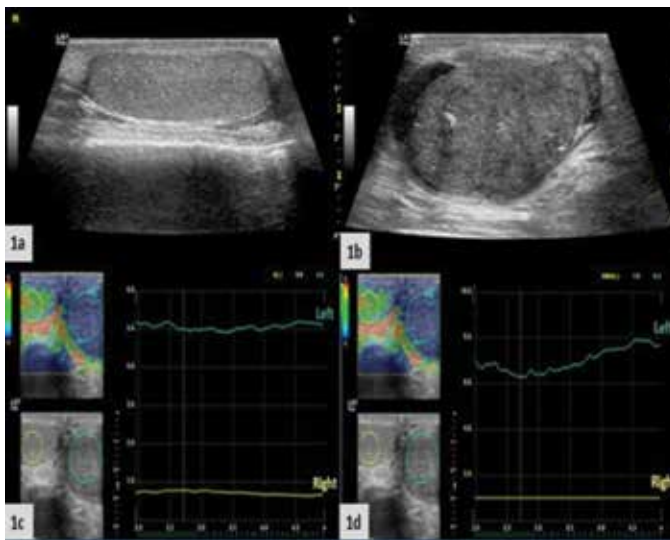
a) Right testicular microlithiasis, b) and left testicular calcifications are seen on B-mode ultrasound, c) Elastographic examination revealed features of hard tissue characteristics with a 5.0 score coded in blue (measurement range: 0-6, high scores and blue color note the hardness) in left testis while right testis has 0.8 score, d) The hardness of the left testis was more than 6.3 times higher than the right testis, (R: Right, L: Left)
